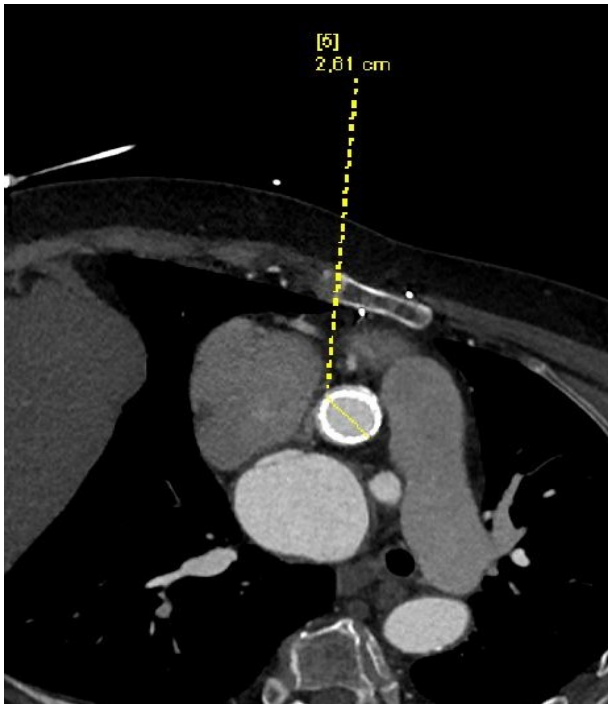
TC cardíaco con válvula aórtica protésica mecánica con apertura ligeramente reducida del disco anterior e izquierdo sin imagen de trombo o pannus.*
